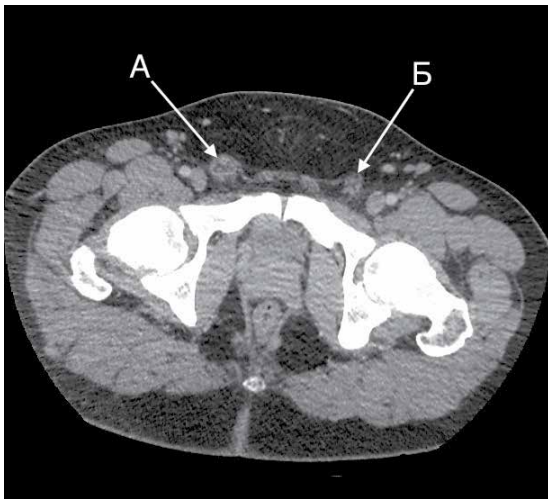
Компьютерная томограмма органов брюшной полости и мочевыводящих путей пациента 27 лет с контрастированием. Венозная фаза, коронарная проекция. А – тромбоз тестикулярной вены справа; Б – неизменная тестикулярная вена слева
